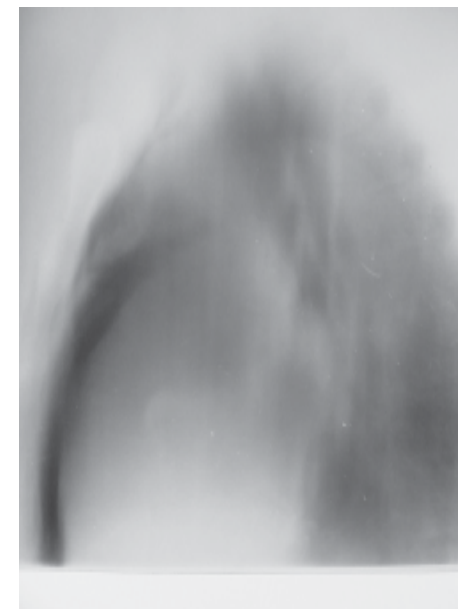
Radiografía lateral de neumomediastino en un paciente con un timoma.
